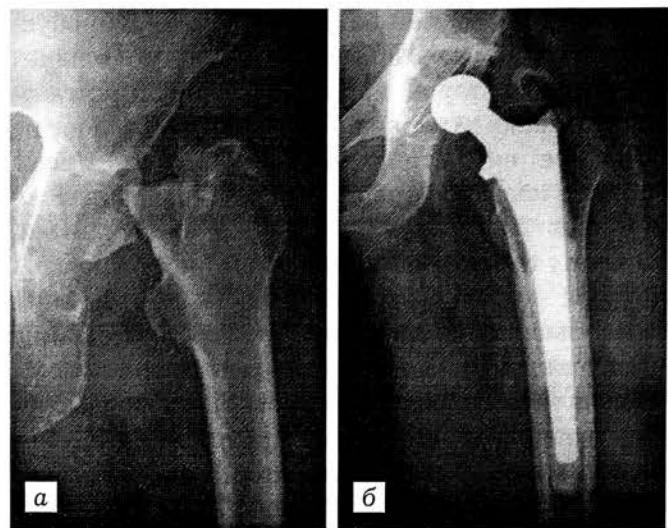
Рентгенограммы тазобедренного сустава больной, перенесшей медиальный перелом шейки бедра с последующим лизисом головки.
